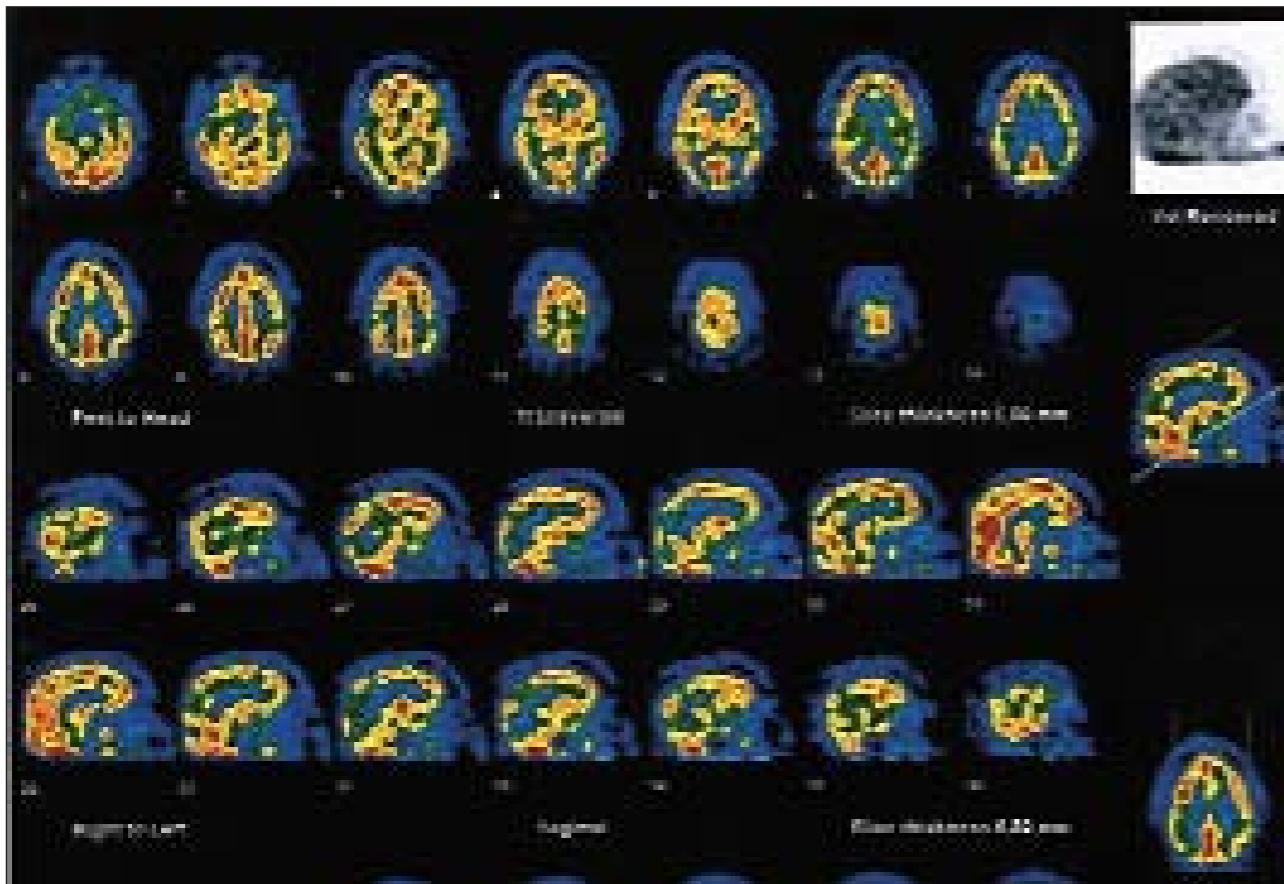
SPECT d'una pacient amb un quadre depressiu atípic, on s'observa una afectació cortical lleu.
